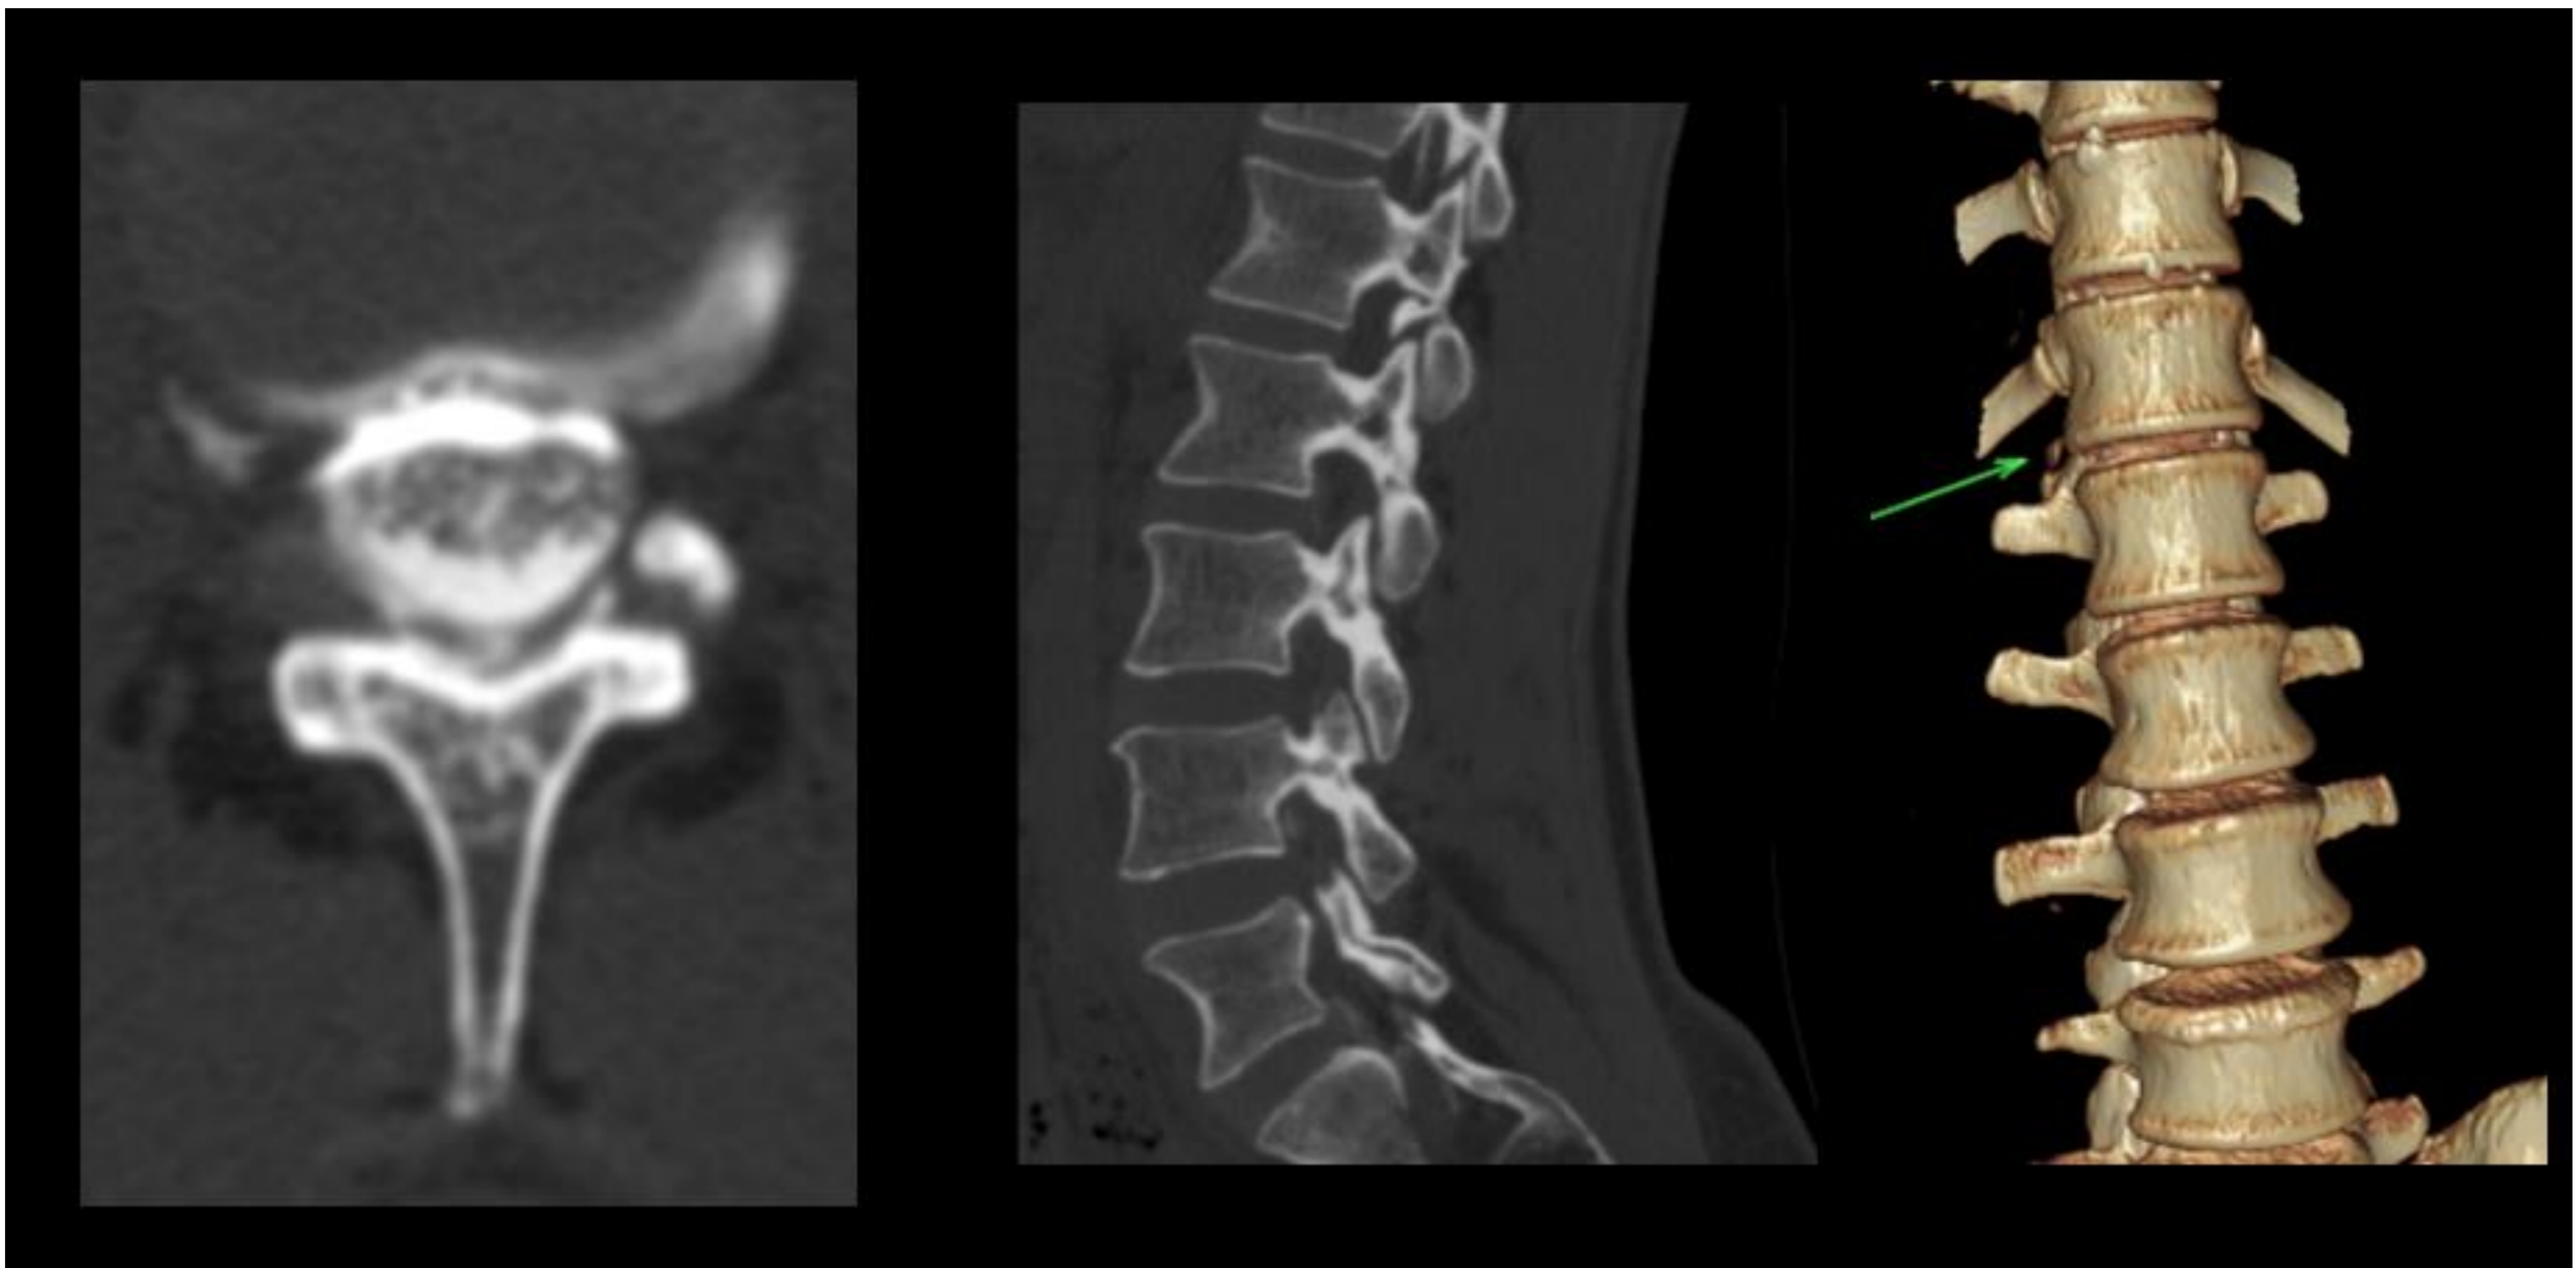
Imágenes de Mielo-TC (axial y sagital) y reconstrucción 3D. Se identifica una colección epidural anterior que parece estar en relación con un osteofito lateral como causante del cuadro.
